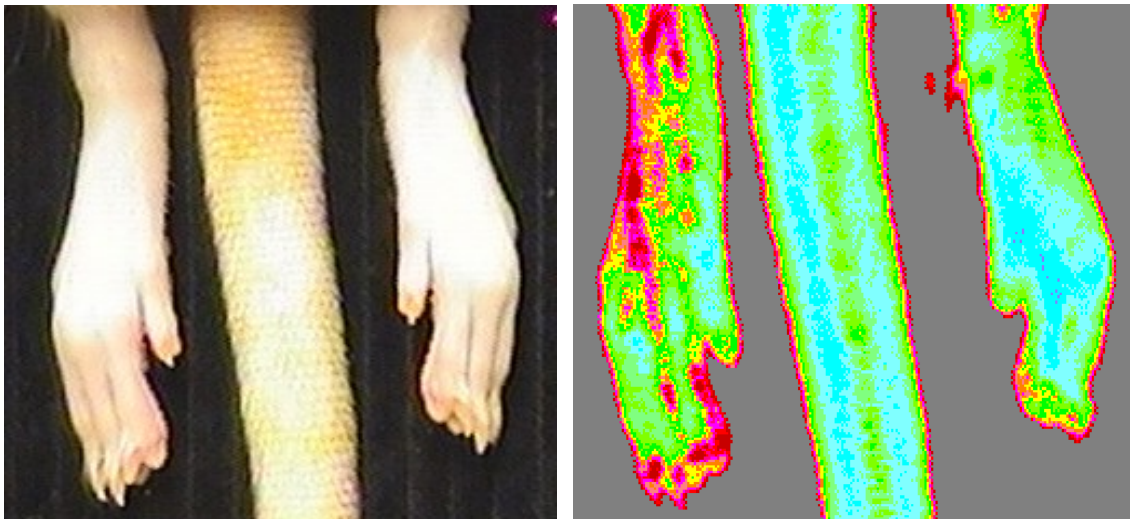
急性下肢虚血モデル①の下肢肉眼所見と Laser Doppler imager 画像
